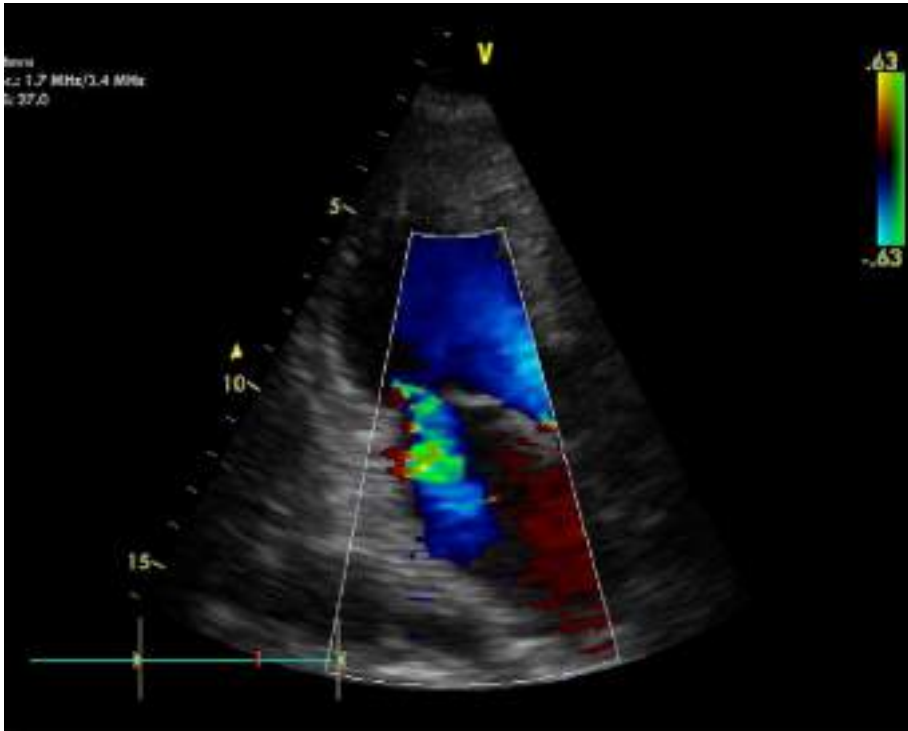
Ecocardiograma transtorácico: plano apical 3 cámaras con chorro de insuficiencia mitral severa.
